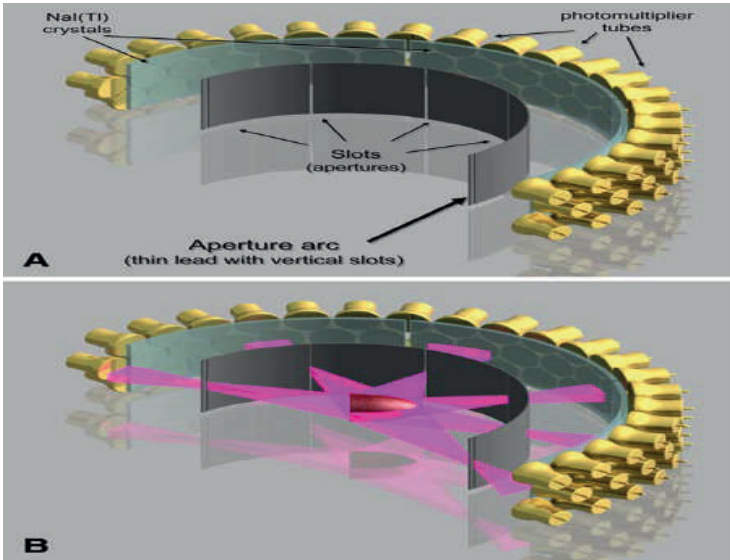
MyoSPECT cihazı [Gehealthcare, 2025].
